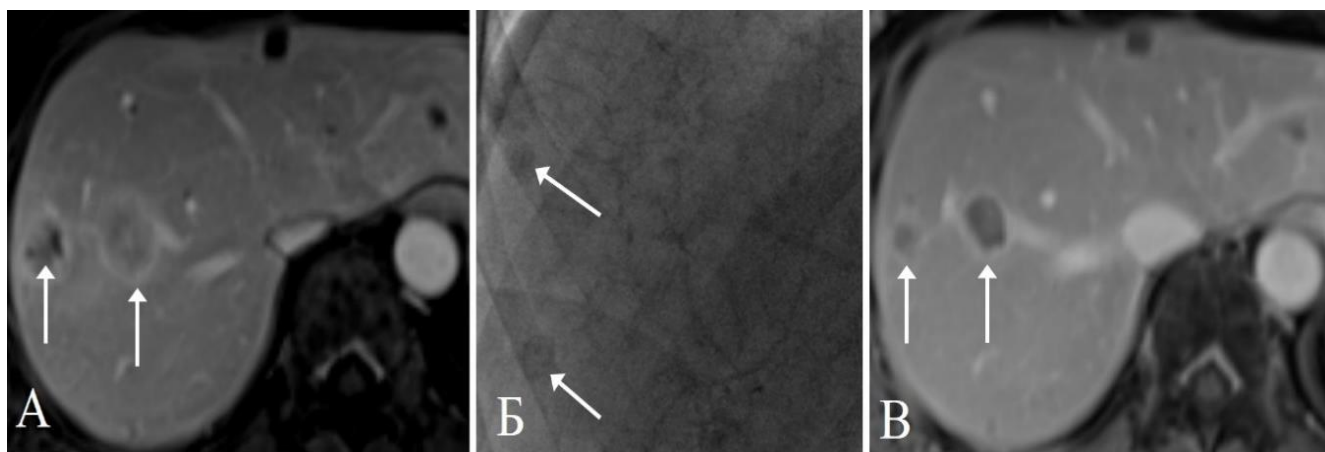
Пациентка 63 лет с вторичными новообразованиями при нейроэндокринном раке тонкой кишки. МРТ в венозную фазу до ТЛЛНМ (А) показывает несколько гиповаскулярных очагов 1-3см диаметром (стрелки). На ангиограмме (Б) паренхима указанных очагов хорошо контрастируется (стрелки). На МРТ в венозную фазу через 16 нед. после ТЛЛНМ (В) очаги уменьшились, однако степень контрастирования незначительно уменьшилась (стрелки)
